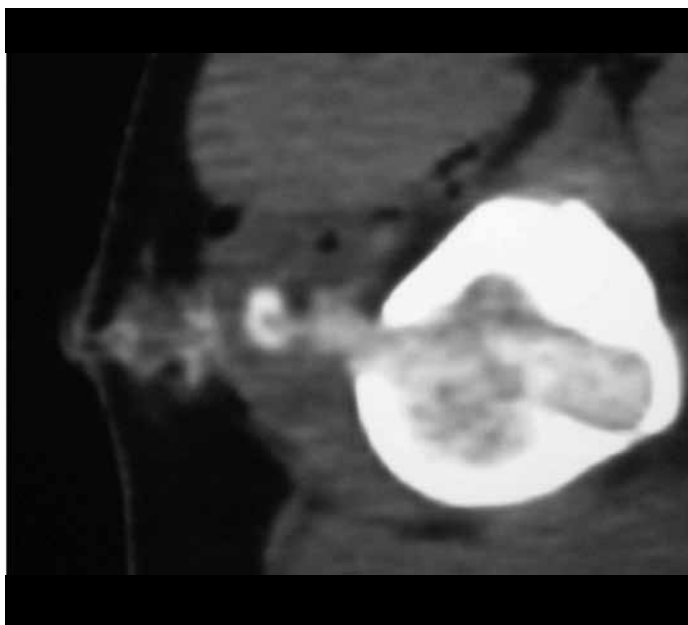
TC mostrando o resultado da fresagem em que o acesso foi pelo córtex oposto e houve preservação parcial do córtex acometido. Note a persistência de fragmentos ósseos no trajeto (cavaco) que não está relacionada à recidiva local.
